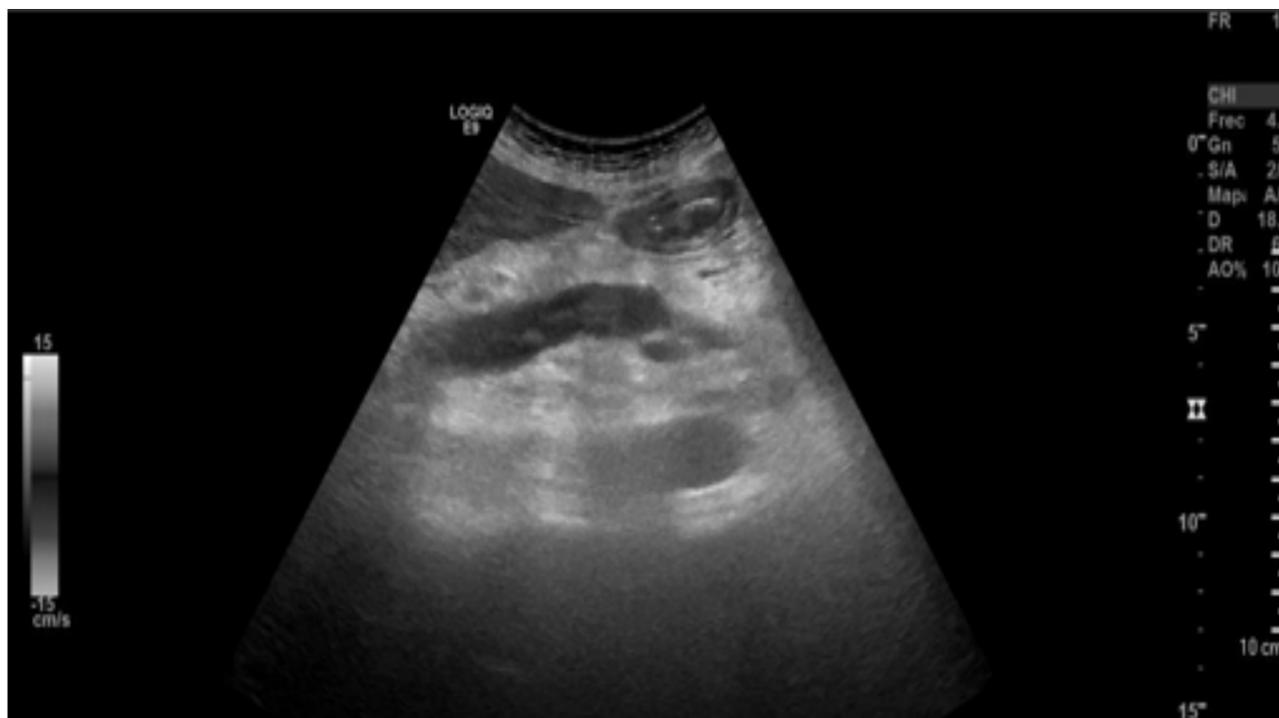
La ecografía en escala de grises (superior) y en modo Doppler color (inferior) muestra aumento de tamaño de vena porta con material ecogénico en su interior y ausencia de flujo, hallazgos en relación a trombosis.
